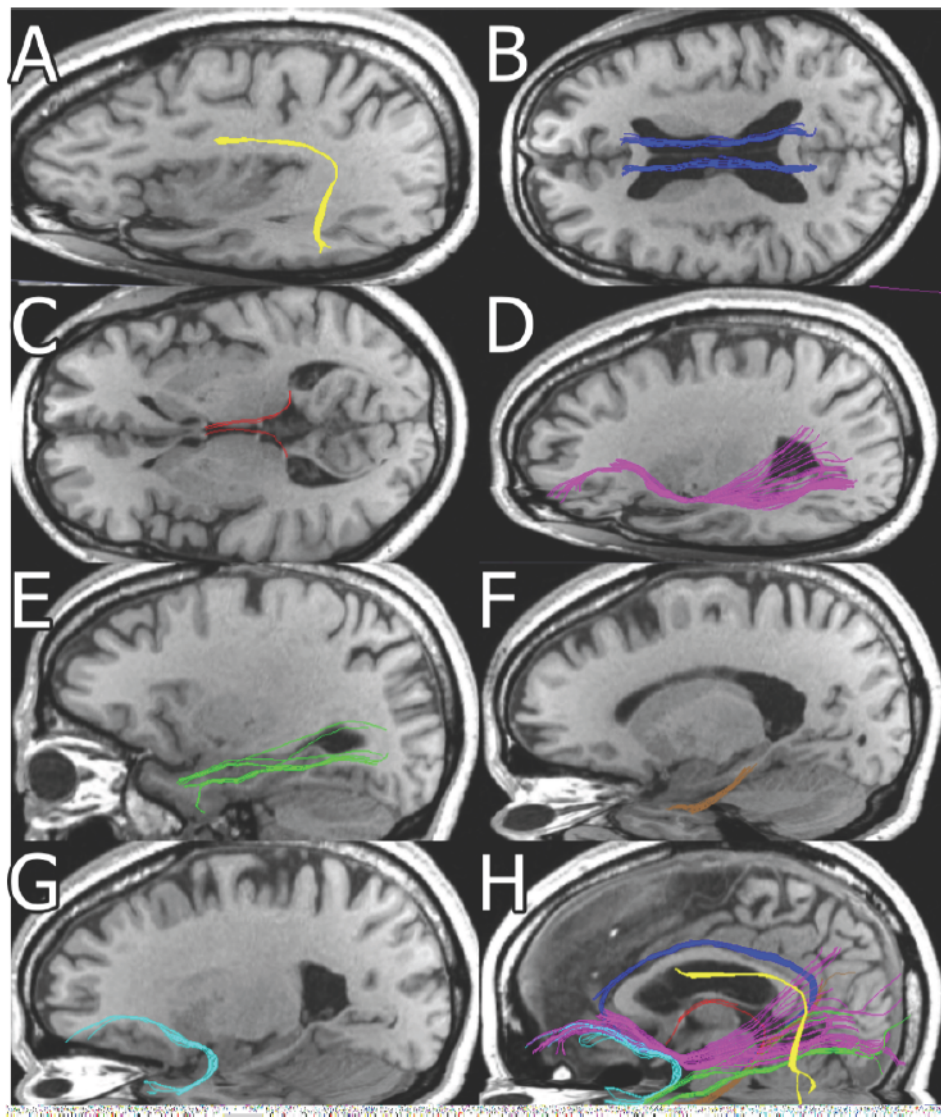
Los tractos de fibra individuales se muestran proyectados en im genes de RM ponderadas en T1 utilizando el software 3D Slicer. Fasc culo arcuato (A),  ngulo (B), f rnix (C), fasc culo frontal-occipital inferior (D), fasc culo longitudinal inferior (E), fibras parahipoc mpales del  ngulo (F) y fasc culo uncinado (G), todos los tractos (H).
